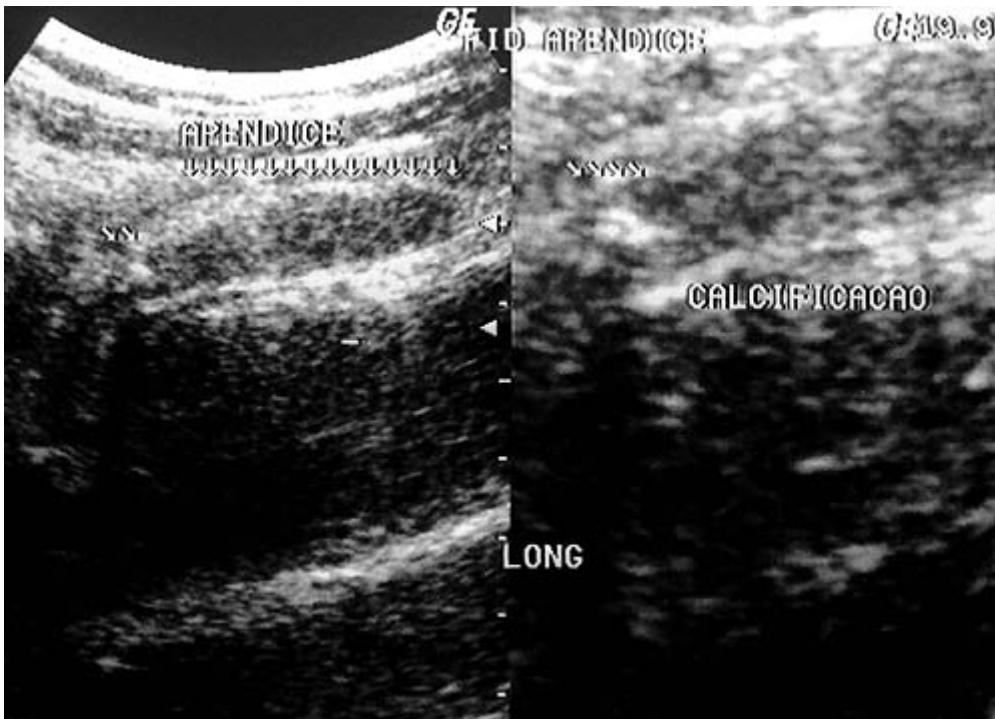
Paciente do sexo masculino, 37 anos de idade. Radiografia simples de abdome não demonstra alterações (A). A ultrasonografia demonstra apêndice de diâmetro aumentado, não compressível, paredes espessadas, com imagem de calcificação no seu interior (apendicolito) (B).
